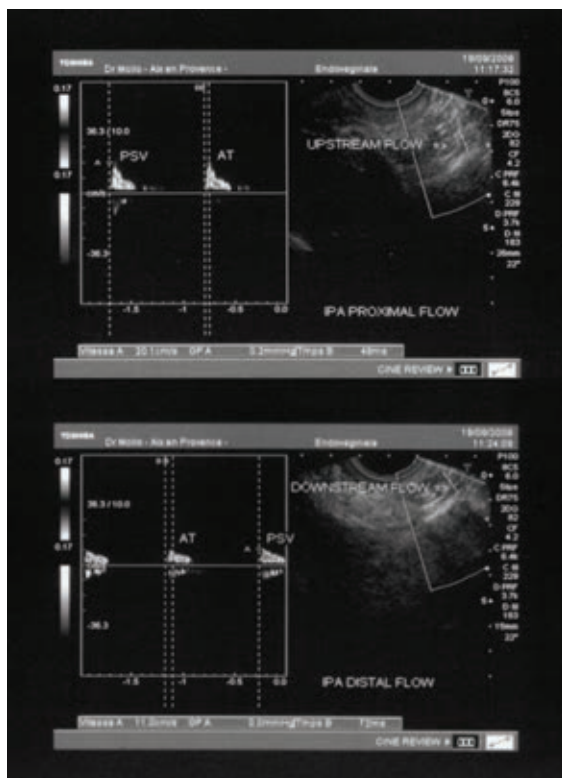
Écho-Doppler des artères pudendales dans la névralgie pudendale par compression canalaire (*pudendal nerve entrapment*). Flux de l'artère pudendale en amont et en aval du site de compression.
